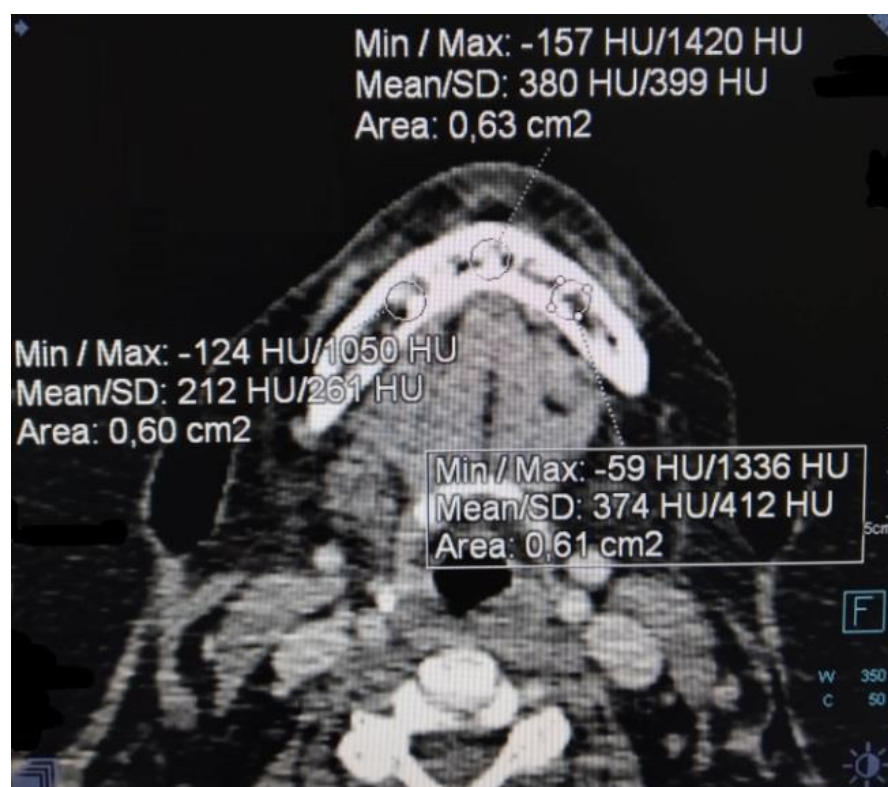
Аксиальный срез ПЭТ–КТ скана
